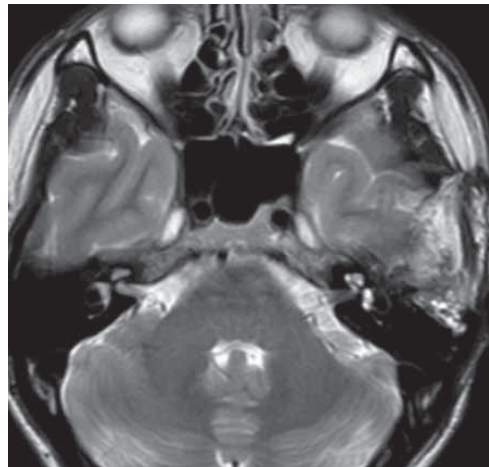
Магнитно-резонансная томография головы пациента 34 лет с аневризмальной костной кистой, аксиальная проекция, T2-режим. Гиперинтенсивный сигнал
